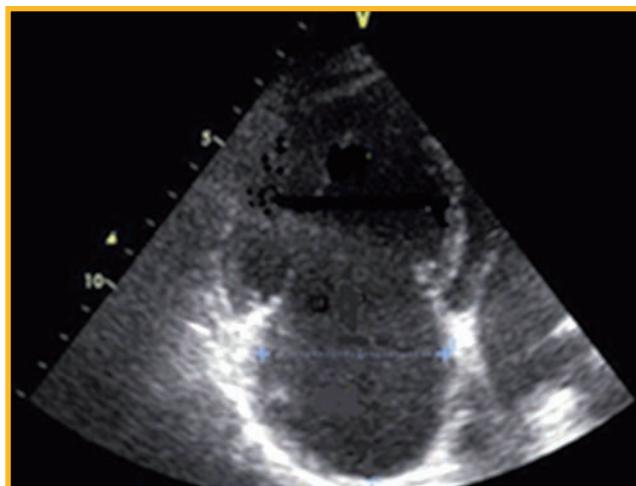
Эхокардиография. Дилатация правых отделов сердца
